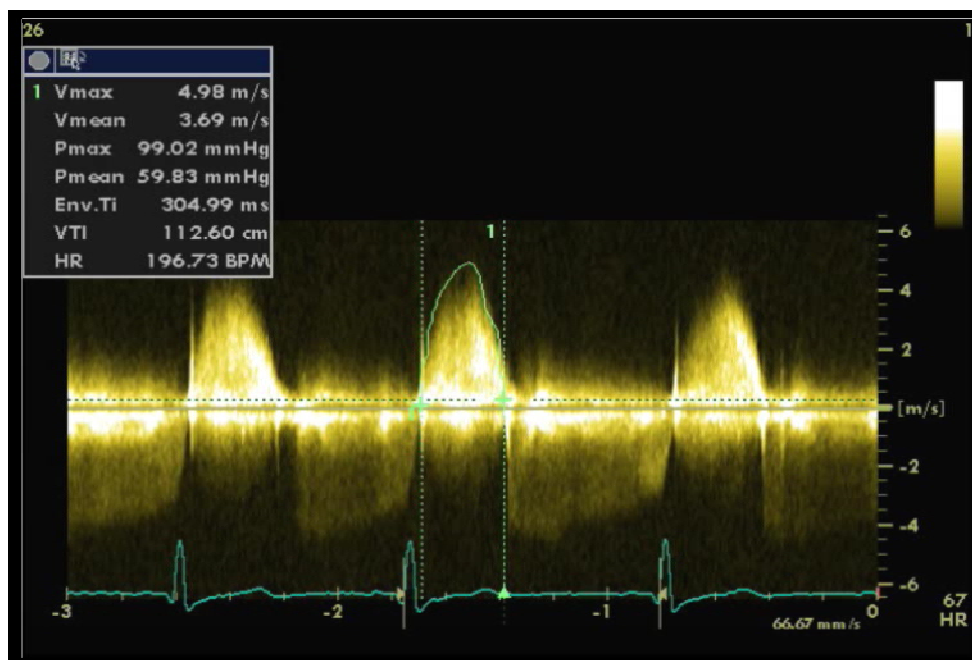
Flux de rétrécissement aortique enregistré en doppler continu en incidence parasternale droite.
